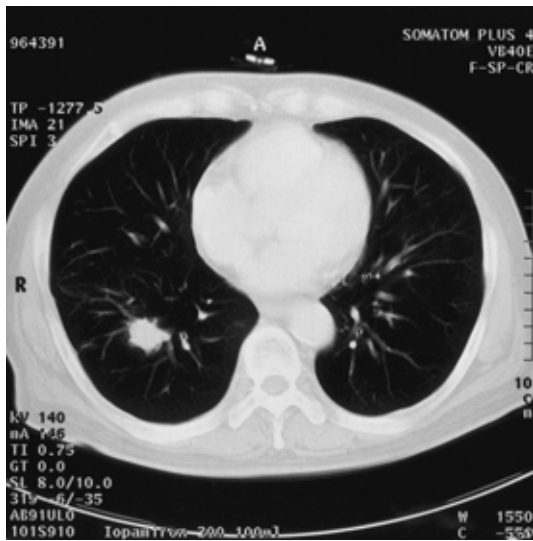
CT scan shows the nodule in right S⁹.
